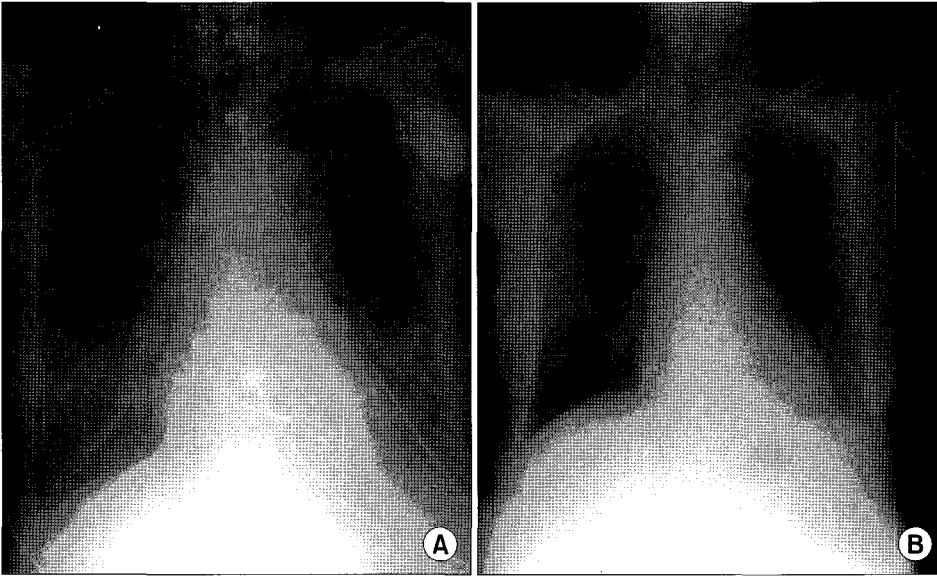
(A) Preoperative chest X-ray shows bilateral interstitial pulmonary edema and large amount of pleural effusion. (B) Postoperative chest X-ray shows improved bilateral pulmonary edema without pleural effusion.
